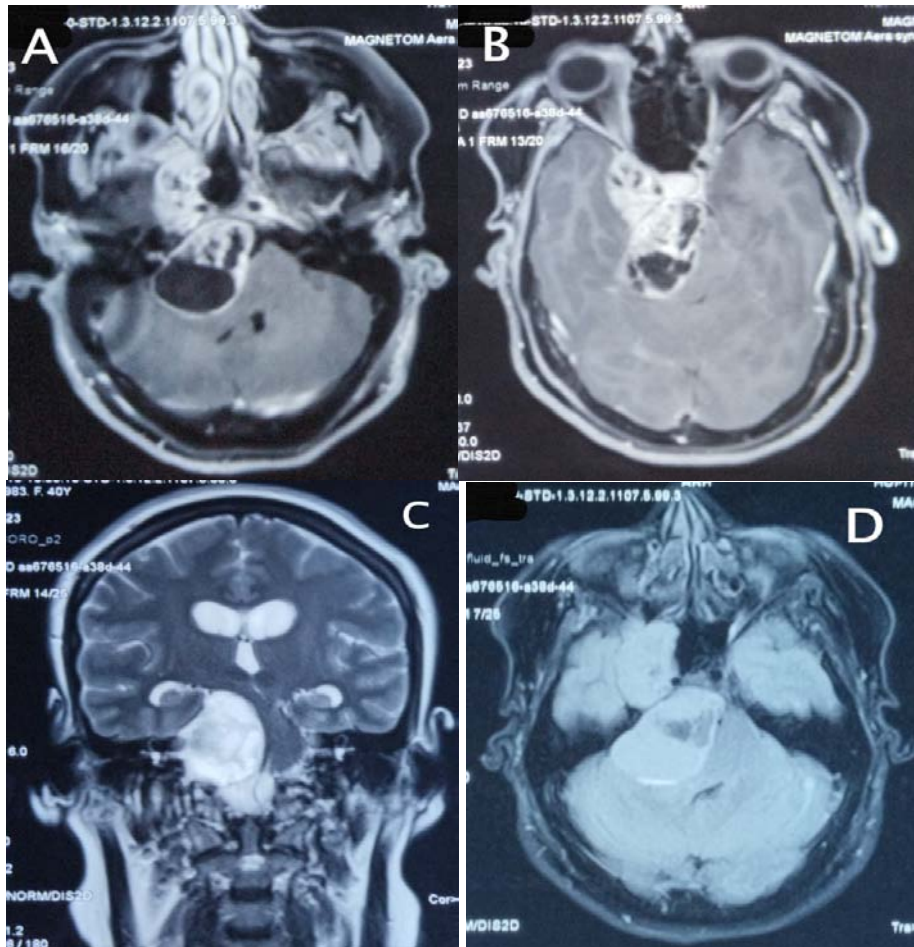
IRM en coupe axiale T1 injecté (A) et (B), en coupe coronale T2, et en coupe axiale séquence FLAIR (D) :
